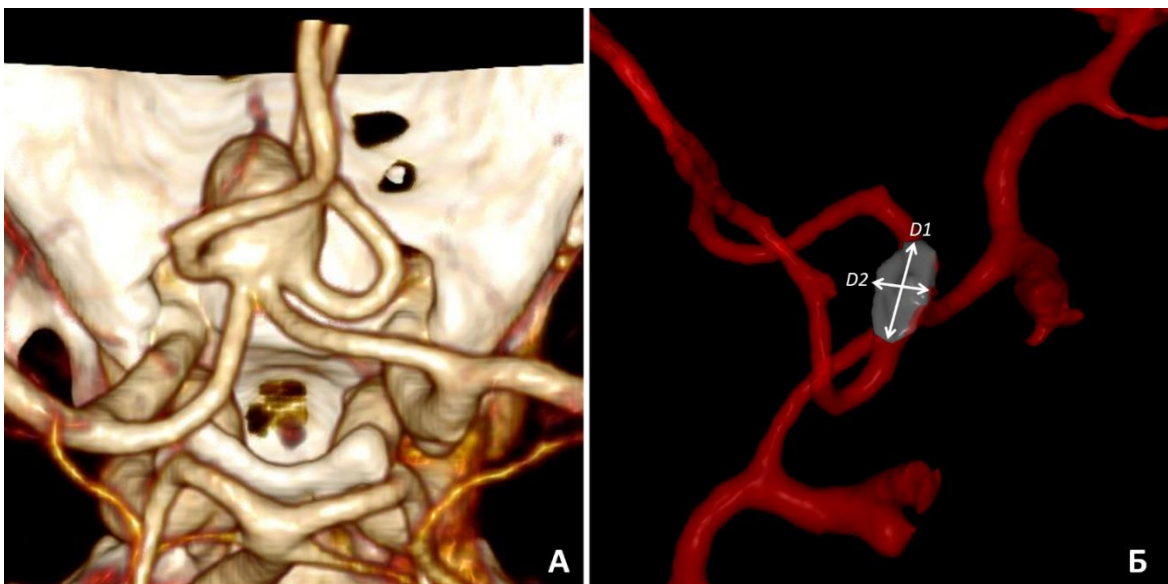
Размеры шейки аневризмы. А – вид аневризмы на КТ-ангиографии; Б – сегментация артерий, аневризма отсечена, поперечное сечение, проходящее через шейку закрашено серым цветом (D1 – больший диаметр шейки (длинник), D2 – меньший диаметр (поперечный размер))
